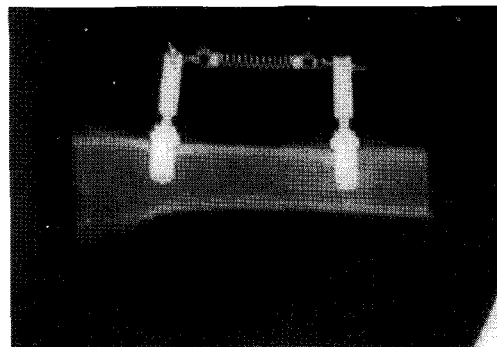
Roentgenographic view.
